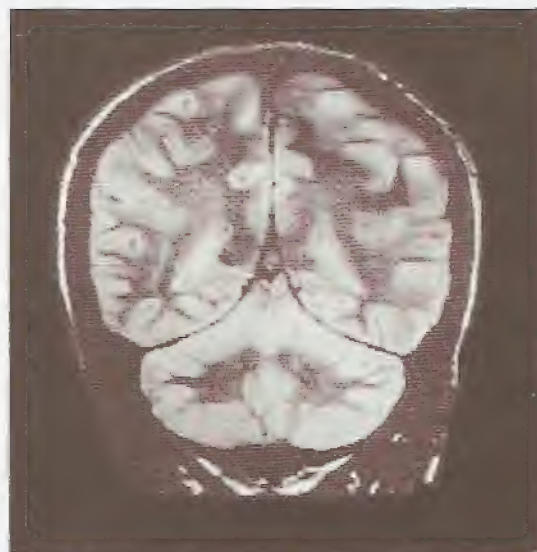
Imagem das estruturas do crânio obtida por ressonância magnética nuclear (corte coronal) mostrando os hemisférios cerebrais e o cerebelo.
